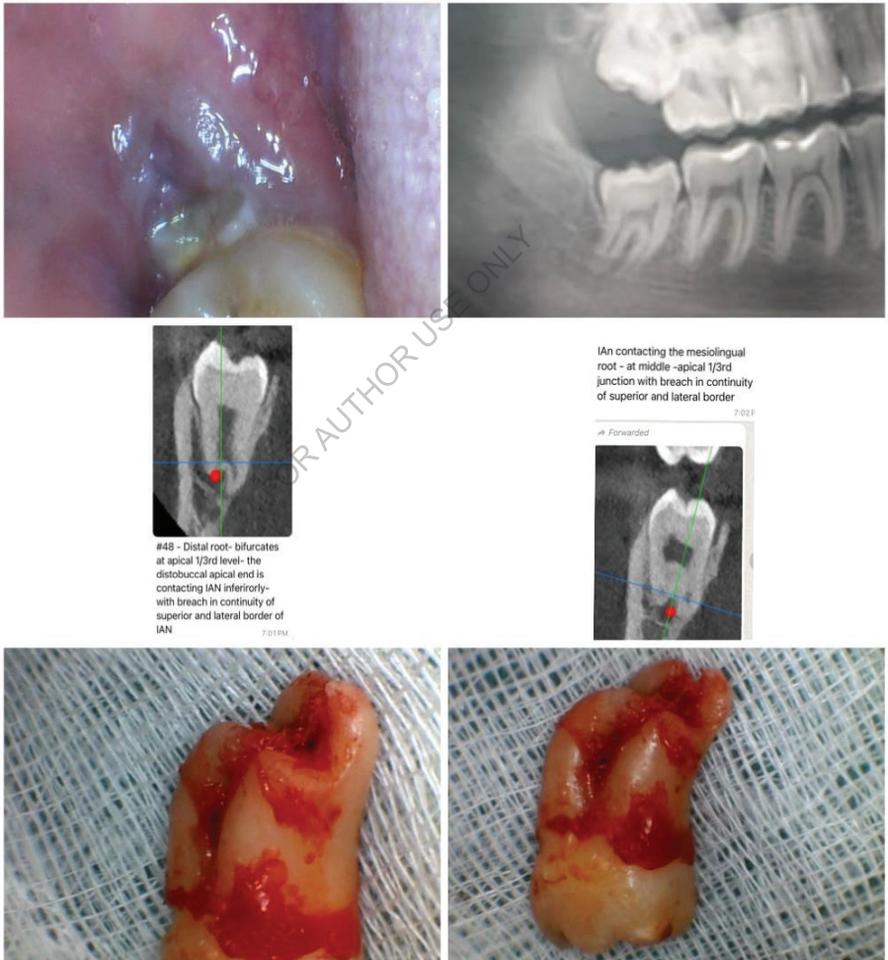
Комбинированное изображение: удалённый зуб мудрости и рентгенограммы, иллюстрирующие потенциальные осложнения.
